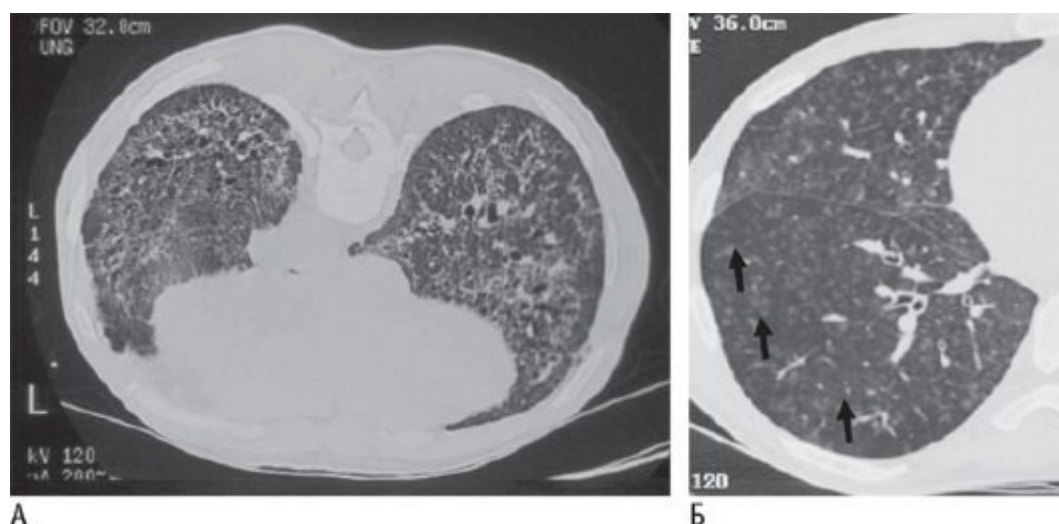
А - КТ легких высокого разрешения пациента с тяжелым интерстициальным заболеванием легких: распространенный фиброз и перестройка паренхимы легких. Б - неоднородные, пятнистые центролобулярные затемнения по типу "матового стекла" у пациента с веноокклюзионной болезнью легких (стрелки).
